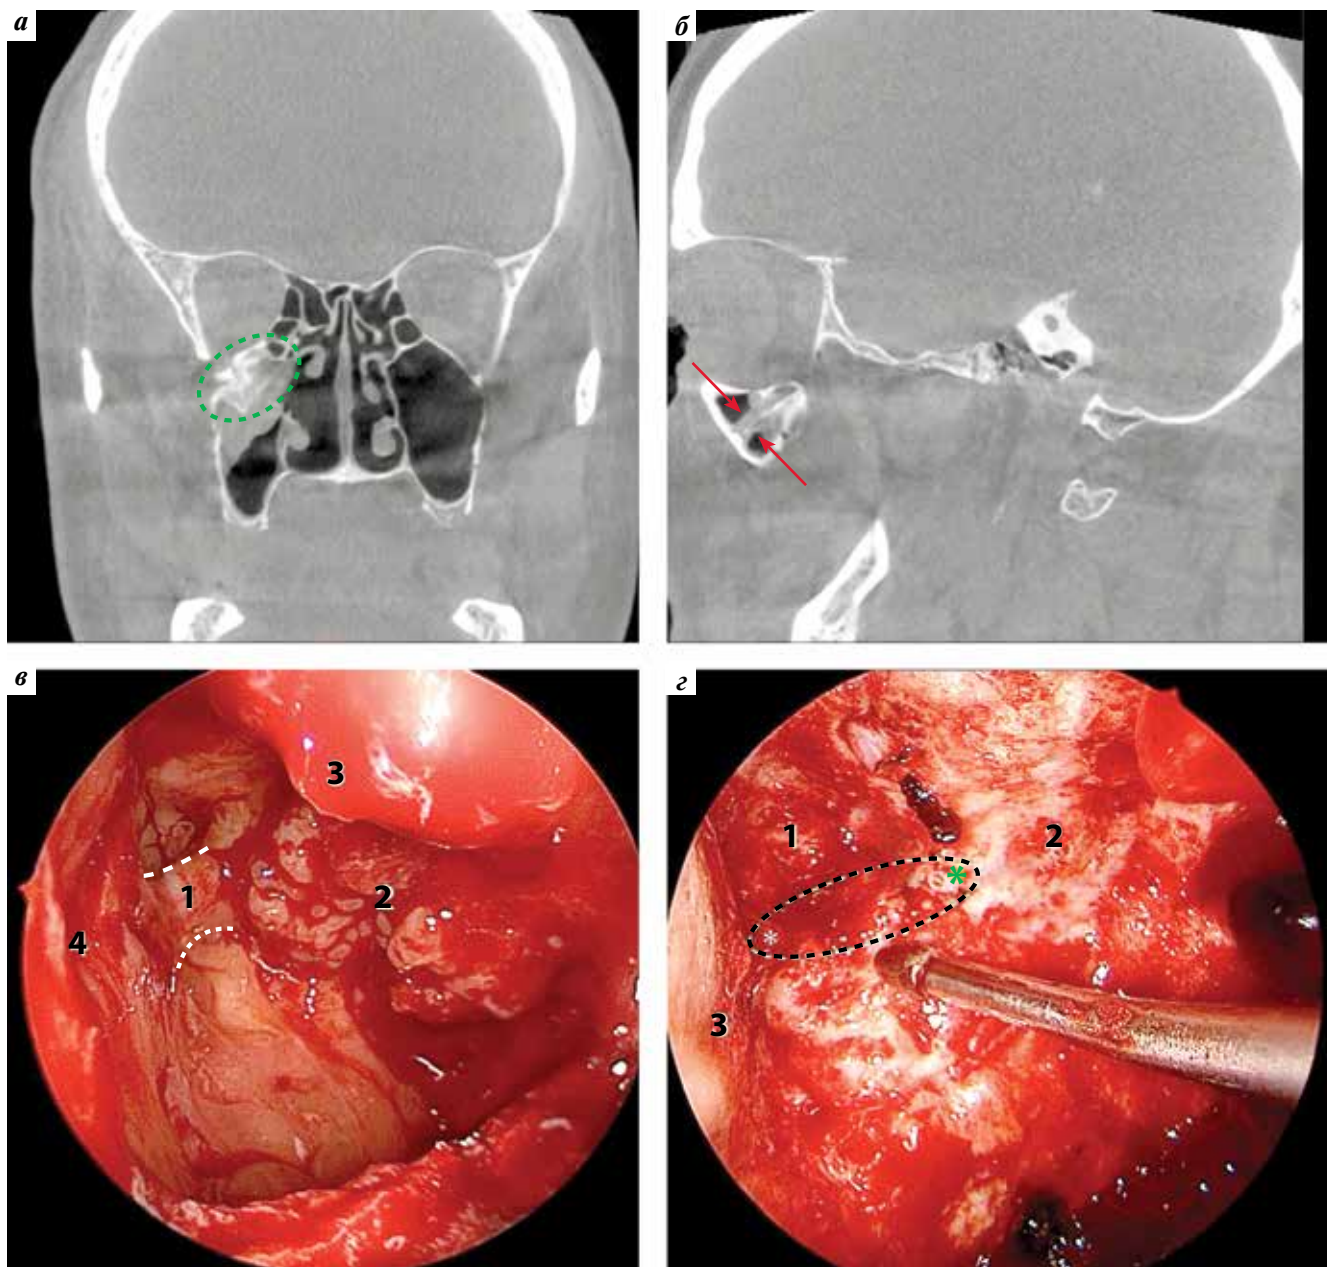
Клинический случай 2: а – предоперационная компьютерная томография (КТ) околоносовых пазух (после биопсии), коронарная проекция. Пунктирная линия ограничивает участок гиперостоза в области задней и верхней стенок правой верхнечелюстной пазухи (ВЧП); б – предоперационная КТ околоносовых пазух, сагиттальная проекция. Красные стрелки указывают на участки деструкции подглазничного канала; в – интраоперационная фотография подглазничного канала, визуализация эндоскопом 45°. 1 – подглазничный канал; белые пунктирные линии ограничивают его дистальный отдел, проксимальная часть с признаками деструкции находится под массивом инвертированной синоназальной папилломы (ИСП); 2 – ИСП в зоне роста; 3 – пересеченный носослезный проток; 4 – передняя стенка ВЧП; г – интраоперационная фотография после резекции ИСП с подглазничным каналом и сосудисто-нервным пучком, визуализация эндоскопом 45°. 1 – латеральное углубление ВЧП; 2 – задняя стенка ВЧП; 3 – передняя стенка ВЧП. Черная пунктирная линия проведена на месте резекции подглазничного канала. Зеленым астериском отмечен выход подглазничного сосудисто-нервного пучка из крыловидно-небной ямки, белым – переход удаленного подглазничного сосудисто-нервного пучка на переднюю стенку ВЧП
